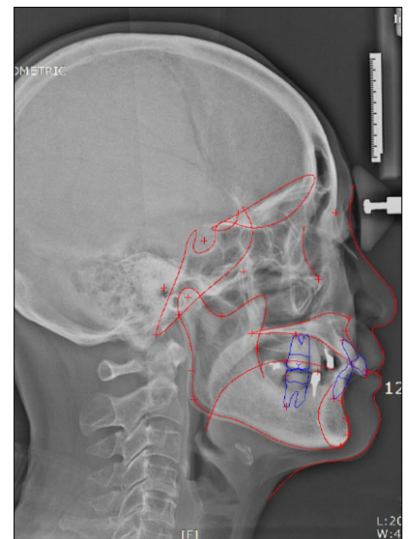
Cephalometric radiograph.
